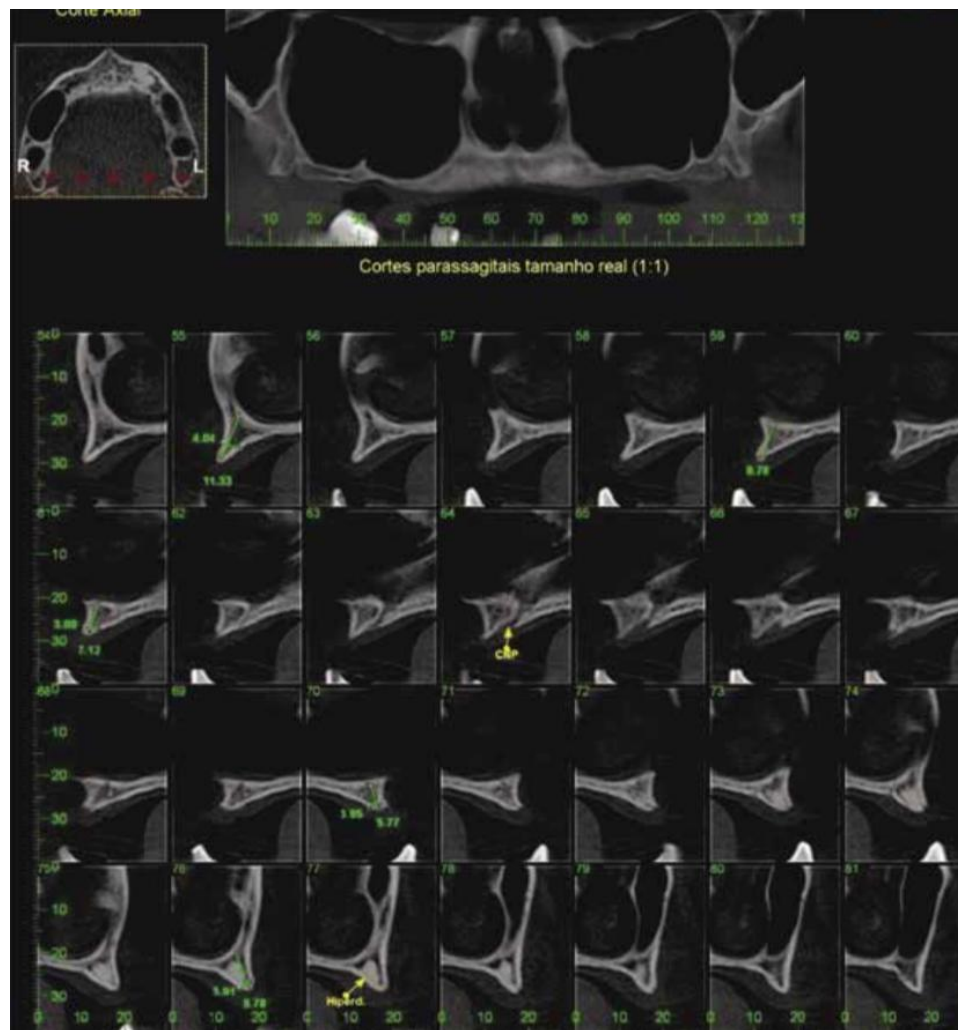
Tomografia pré-operatória da paciente com severa atrofia óssea na região de pré-maxila e a grande pneumatização de seios maxilares
